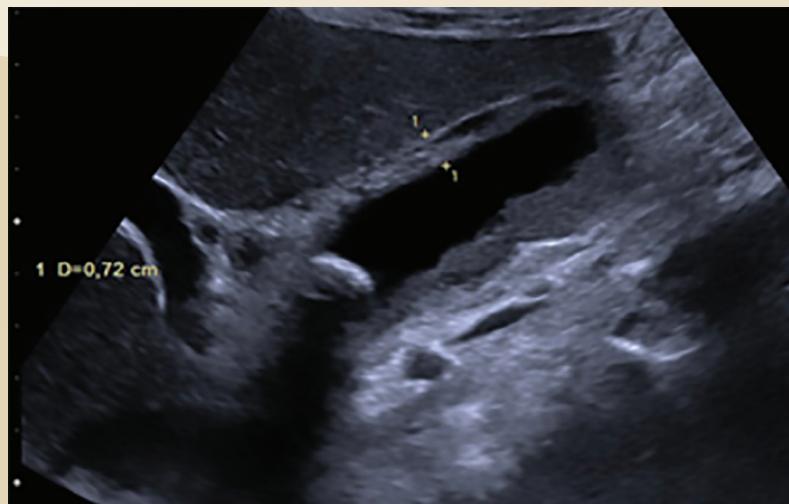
Ultrasonido en escala de grises, vista longitudinal de vesícula biliar con medición de pared
